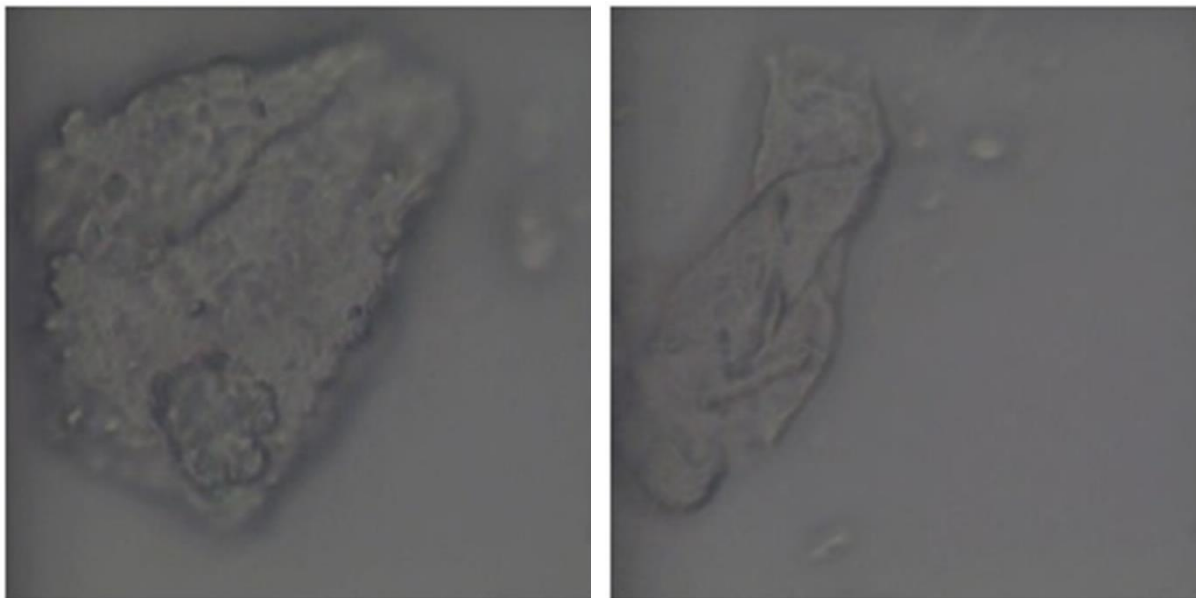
Analisi morfologica dei campioni in PET-G immersi in nicotina liquida (A-B) e in una soluzione di saliva artificiale e nicotina (C-D). Presenza di depositi carboniosi, dovuti al surriscaldamento locale, e strutture a bacchette che determinano poca fluorescenza.
